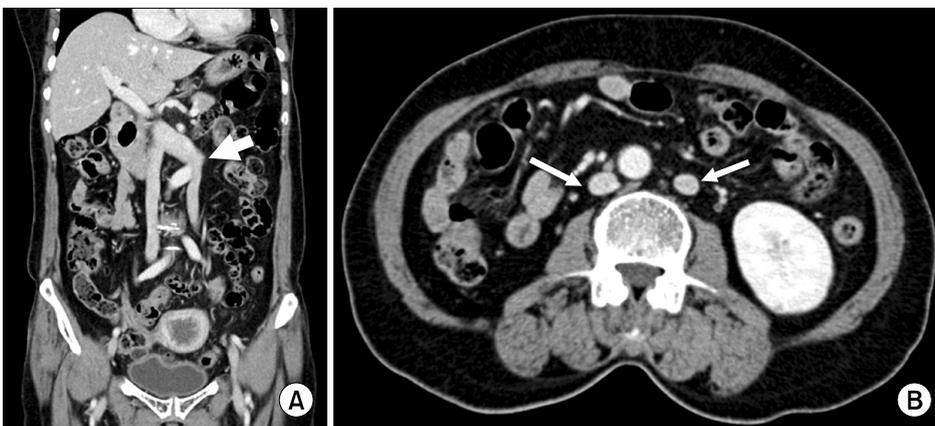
CT images of 68-year-old female with duplicated inferior vena cava. (A) Contrast enhanced CT shows a coronal image of duplicated inferior vena cava. Left inferior vena cava drains into the left renal vein (thick white arrow) and then joined the right inferior vena cava. (B) Contrast enhanced CT shows an axial image of duplicated inferior vena cava (thin white arrows).
